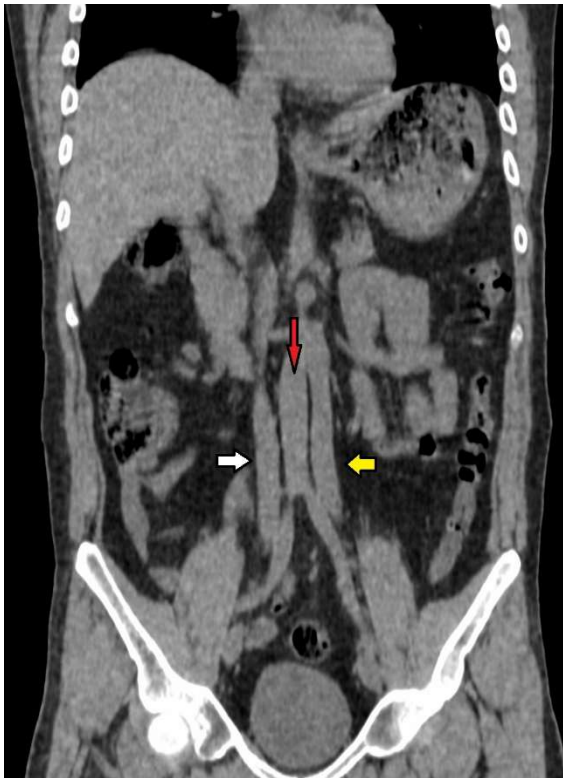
Abdominal CT coronal images that presented double IVC (white arrow: right VCI, yellow arrow: left VCI, red arrow: abdominal aorta).
